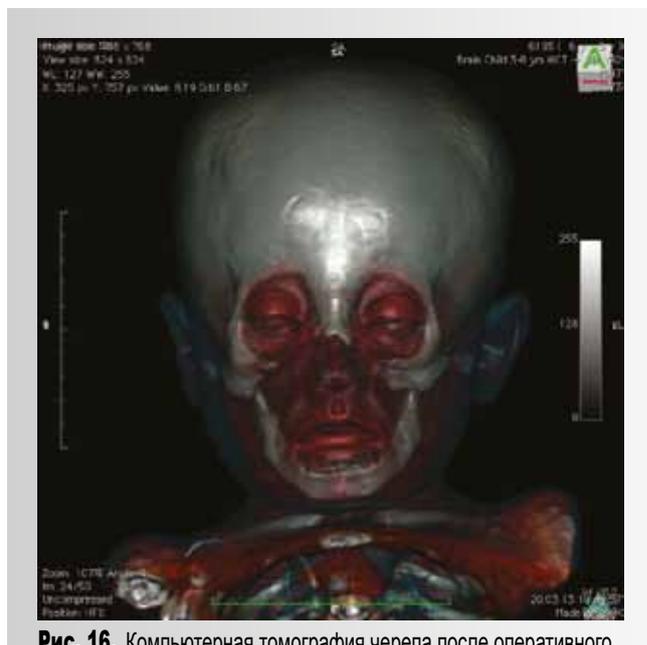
Компьютерная томография черепа после оперативного лечения – реконструкция мягких тканей
